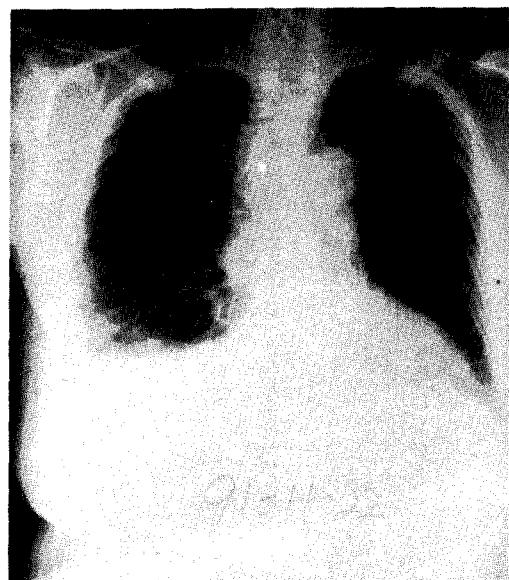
Chest roentgenogram shows improved finding after the correction of hypoalbuminemia and the use of diuretics.
